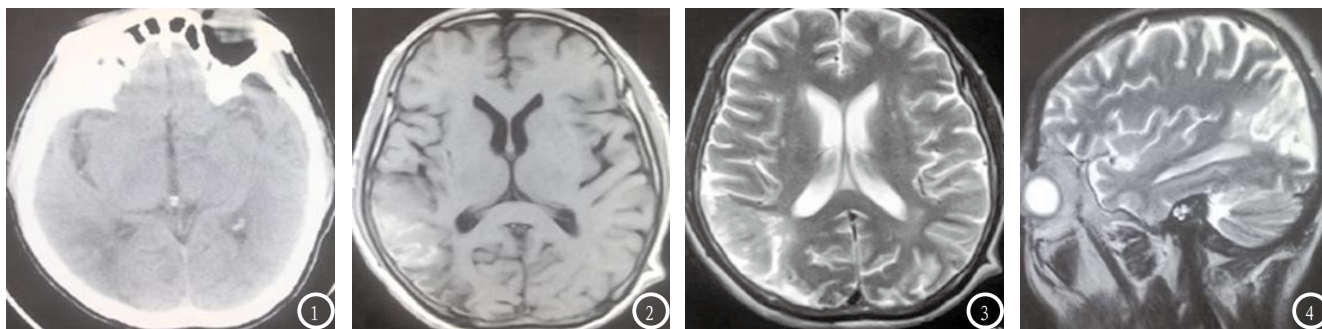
CT显示右侧颞叶片状低密度影中可见点片状散在高密度灶,边缘模糊不清。图2 T1WI序列右侧颞叶小片状高信号灶,边缘模糊不清。图3 T2WI序列表现为等或高信号灶,范围比T1WI大,边缘也较T1WI清晰。图4 T2WI矢状位表现如T2WI横断面表现。
